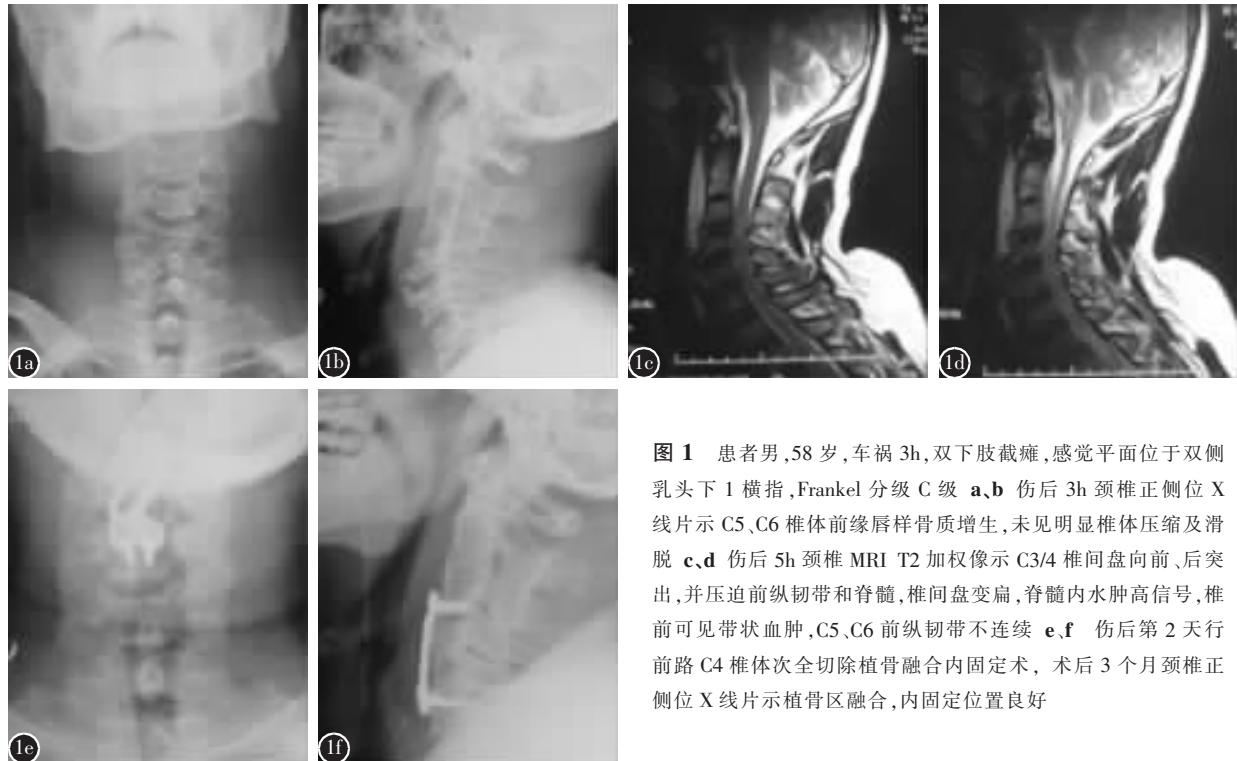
患者男,58岁,车祸3h,双下肢截瘫,感觉平面位于双侧乳头下1横指,Frankel分级C级。a,b伤后3h颈椎正侧位X线片示C5、C6椎体前缘唇样骨质增生,未见明显椎体压缩及滑脱。c,d伤后5h颈椎MRI T2加权像示C3/4椎间盘向前、后突出,并压迫前纵韧带和脊髓,椎间盘变扁,脊髓内水肿高信号,椎前可见带状水肿,C5、C6前纵韧带不连续。e,f伤后第2天行前路C4椎体次全切除植骨融合内固定术,术后3个月颈椎正侧位X线片示植骨区融合,内固定位置良好
